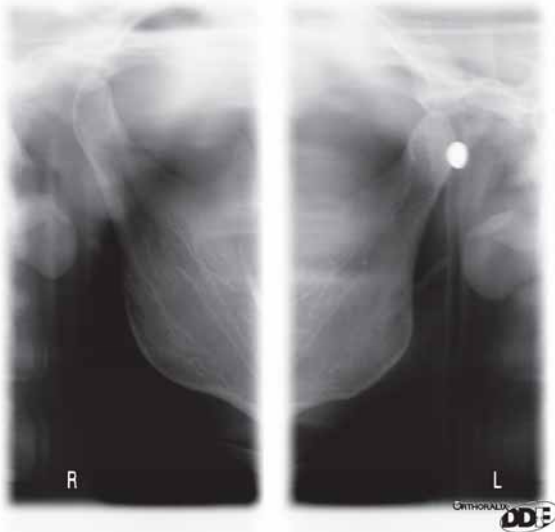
Експериментальна рентгенографія СНЩС трупної кістки на апараті Scanex dc2.
